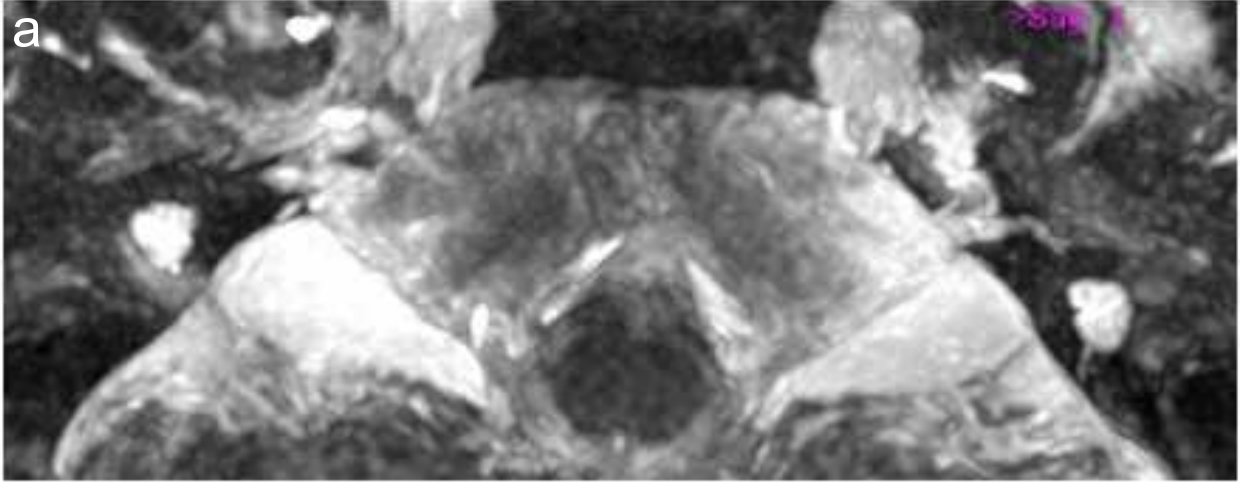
SNİK ile başvuran 4 yaşında kız hastanın aksiyel CISS MRG kesitlerinde sağda İAK ve iç kulak yapıları ve VII. ve VIII. kranial sinirler görüntülenememektedir. Bulgular Michel deformitesi ile uyumludur.
